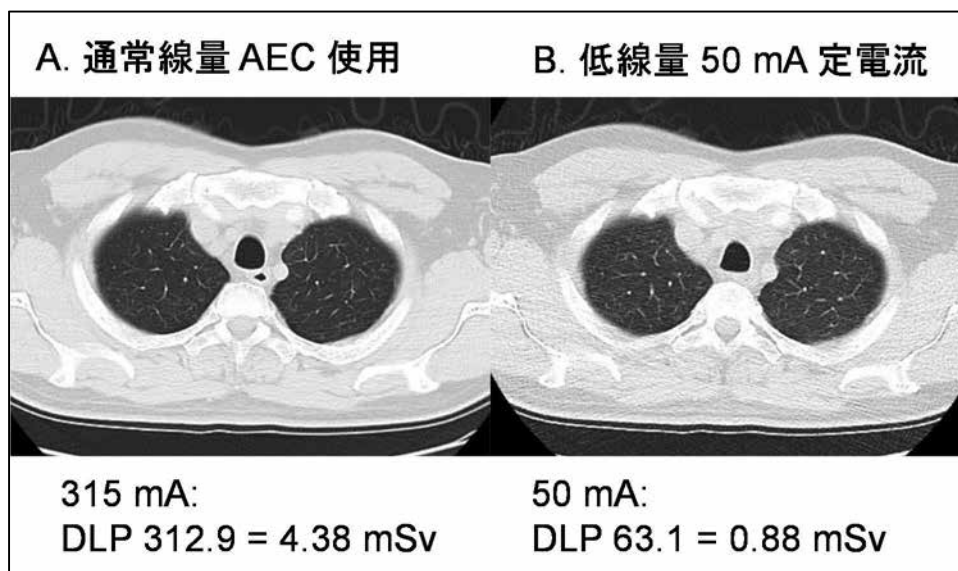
通常線量 CT と低線量 CT との比較：症例 2
